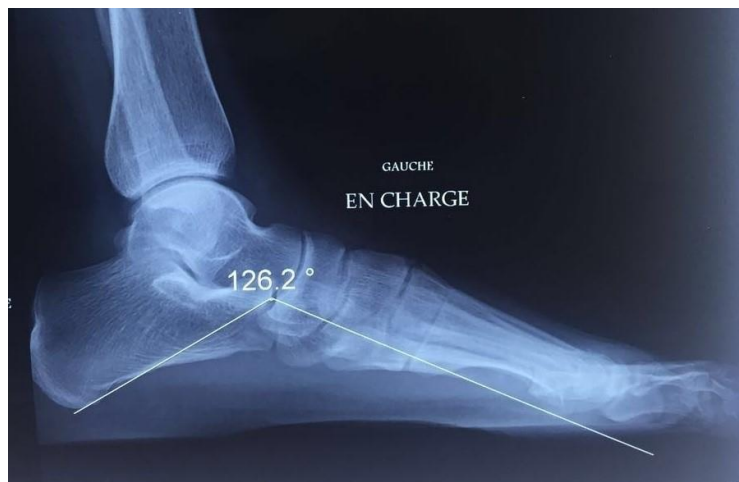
Radiographie de profil de l'avant-pied en charge
